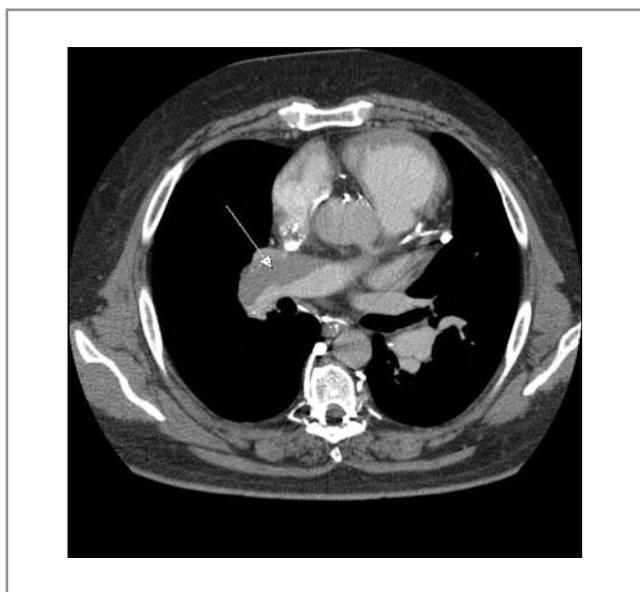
КТ-ангиопульмонография. Массивные пристеночные тромботические массы в правой легочной артерии (показаны стрелкой).
